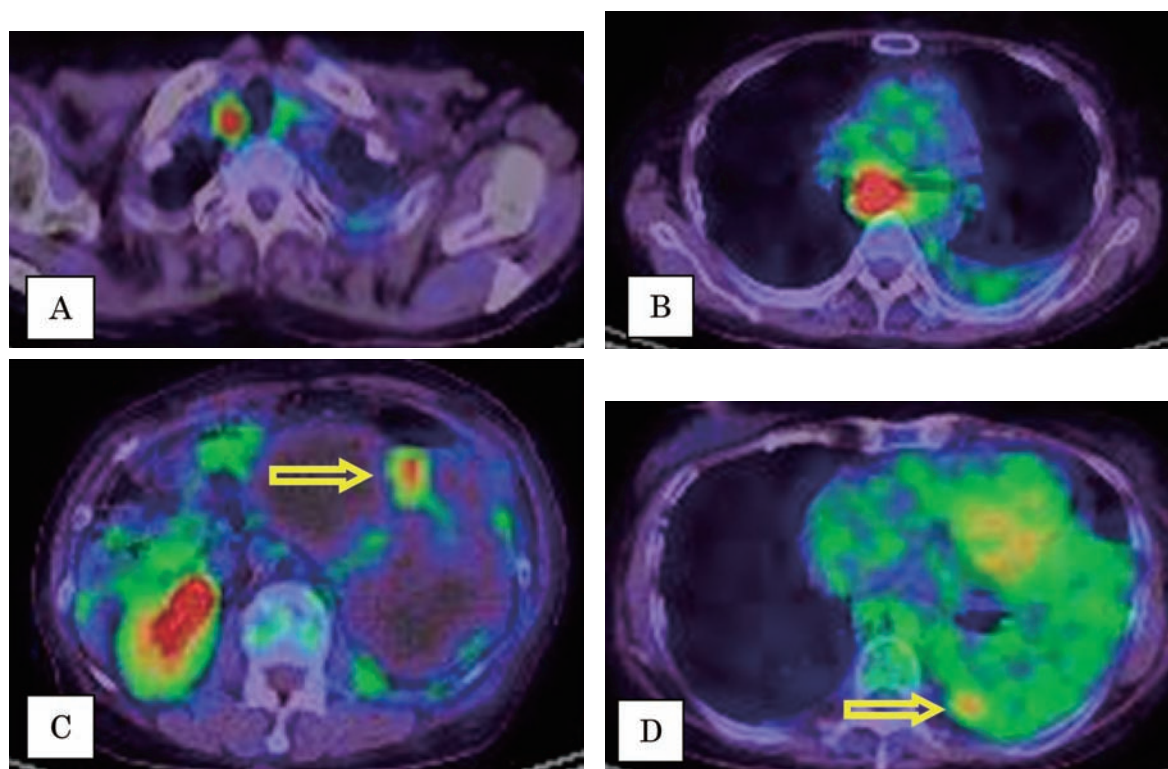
FDG PET-CT. A: Uptake in cervical lymph node (SUV max 8.2). B: Uptake in mediastinal lymph node (SUV max 9.9). C: Uptake in left renal parenchyma (arrow). D: Coin uptake in left lung (arrow) (SUV max 3.8).
